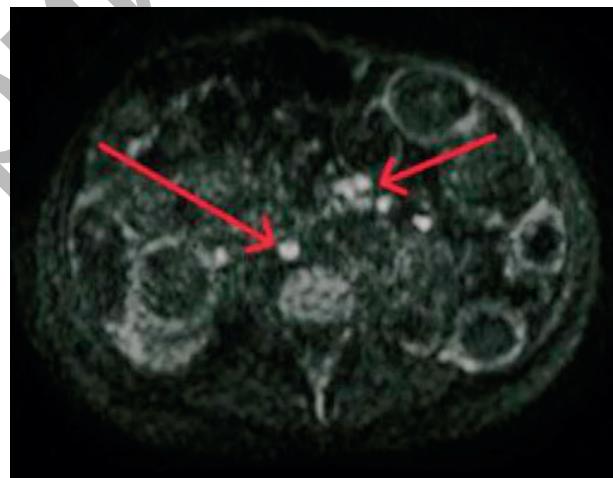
МРТ-изображение брыжеечных лимфоузлов (указано стрелками) (режим DWI ax)
